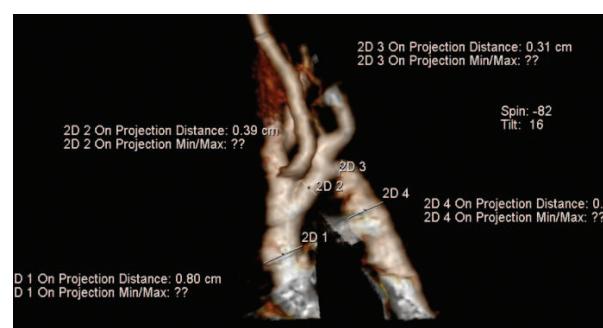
МСКТ реконструкции дуги аорты с анализом сегментов дуги аорты
